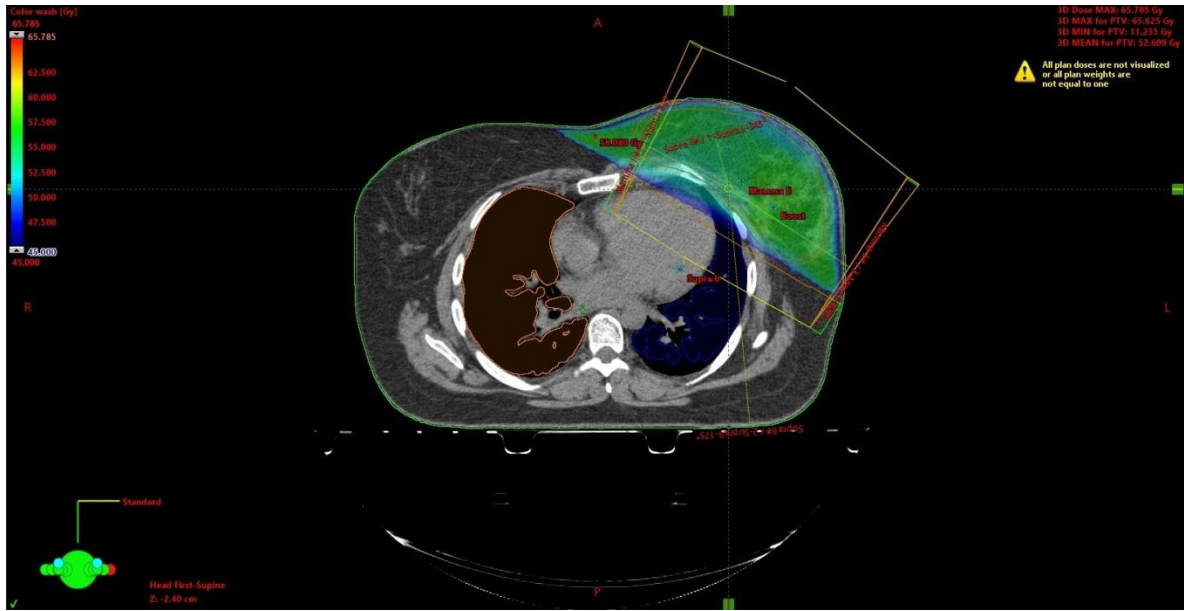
CT-Planung der tangentialen Brustbestrahlung
